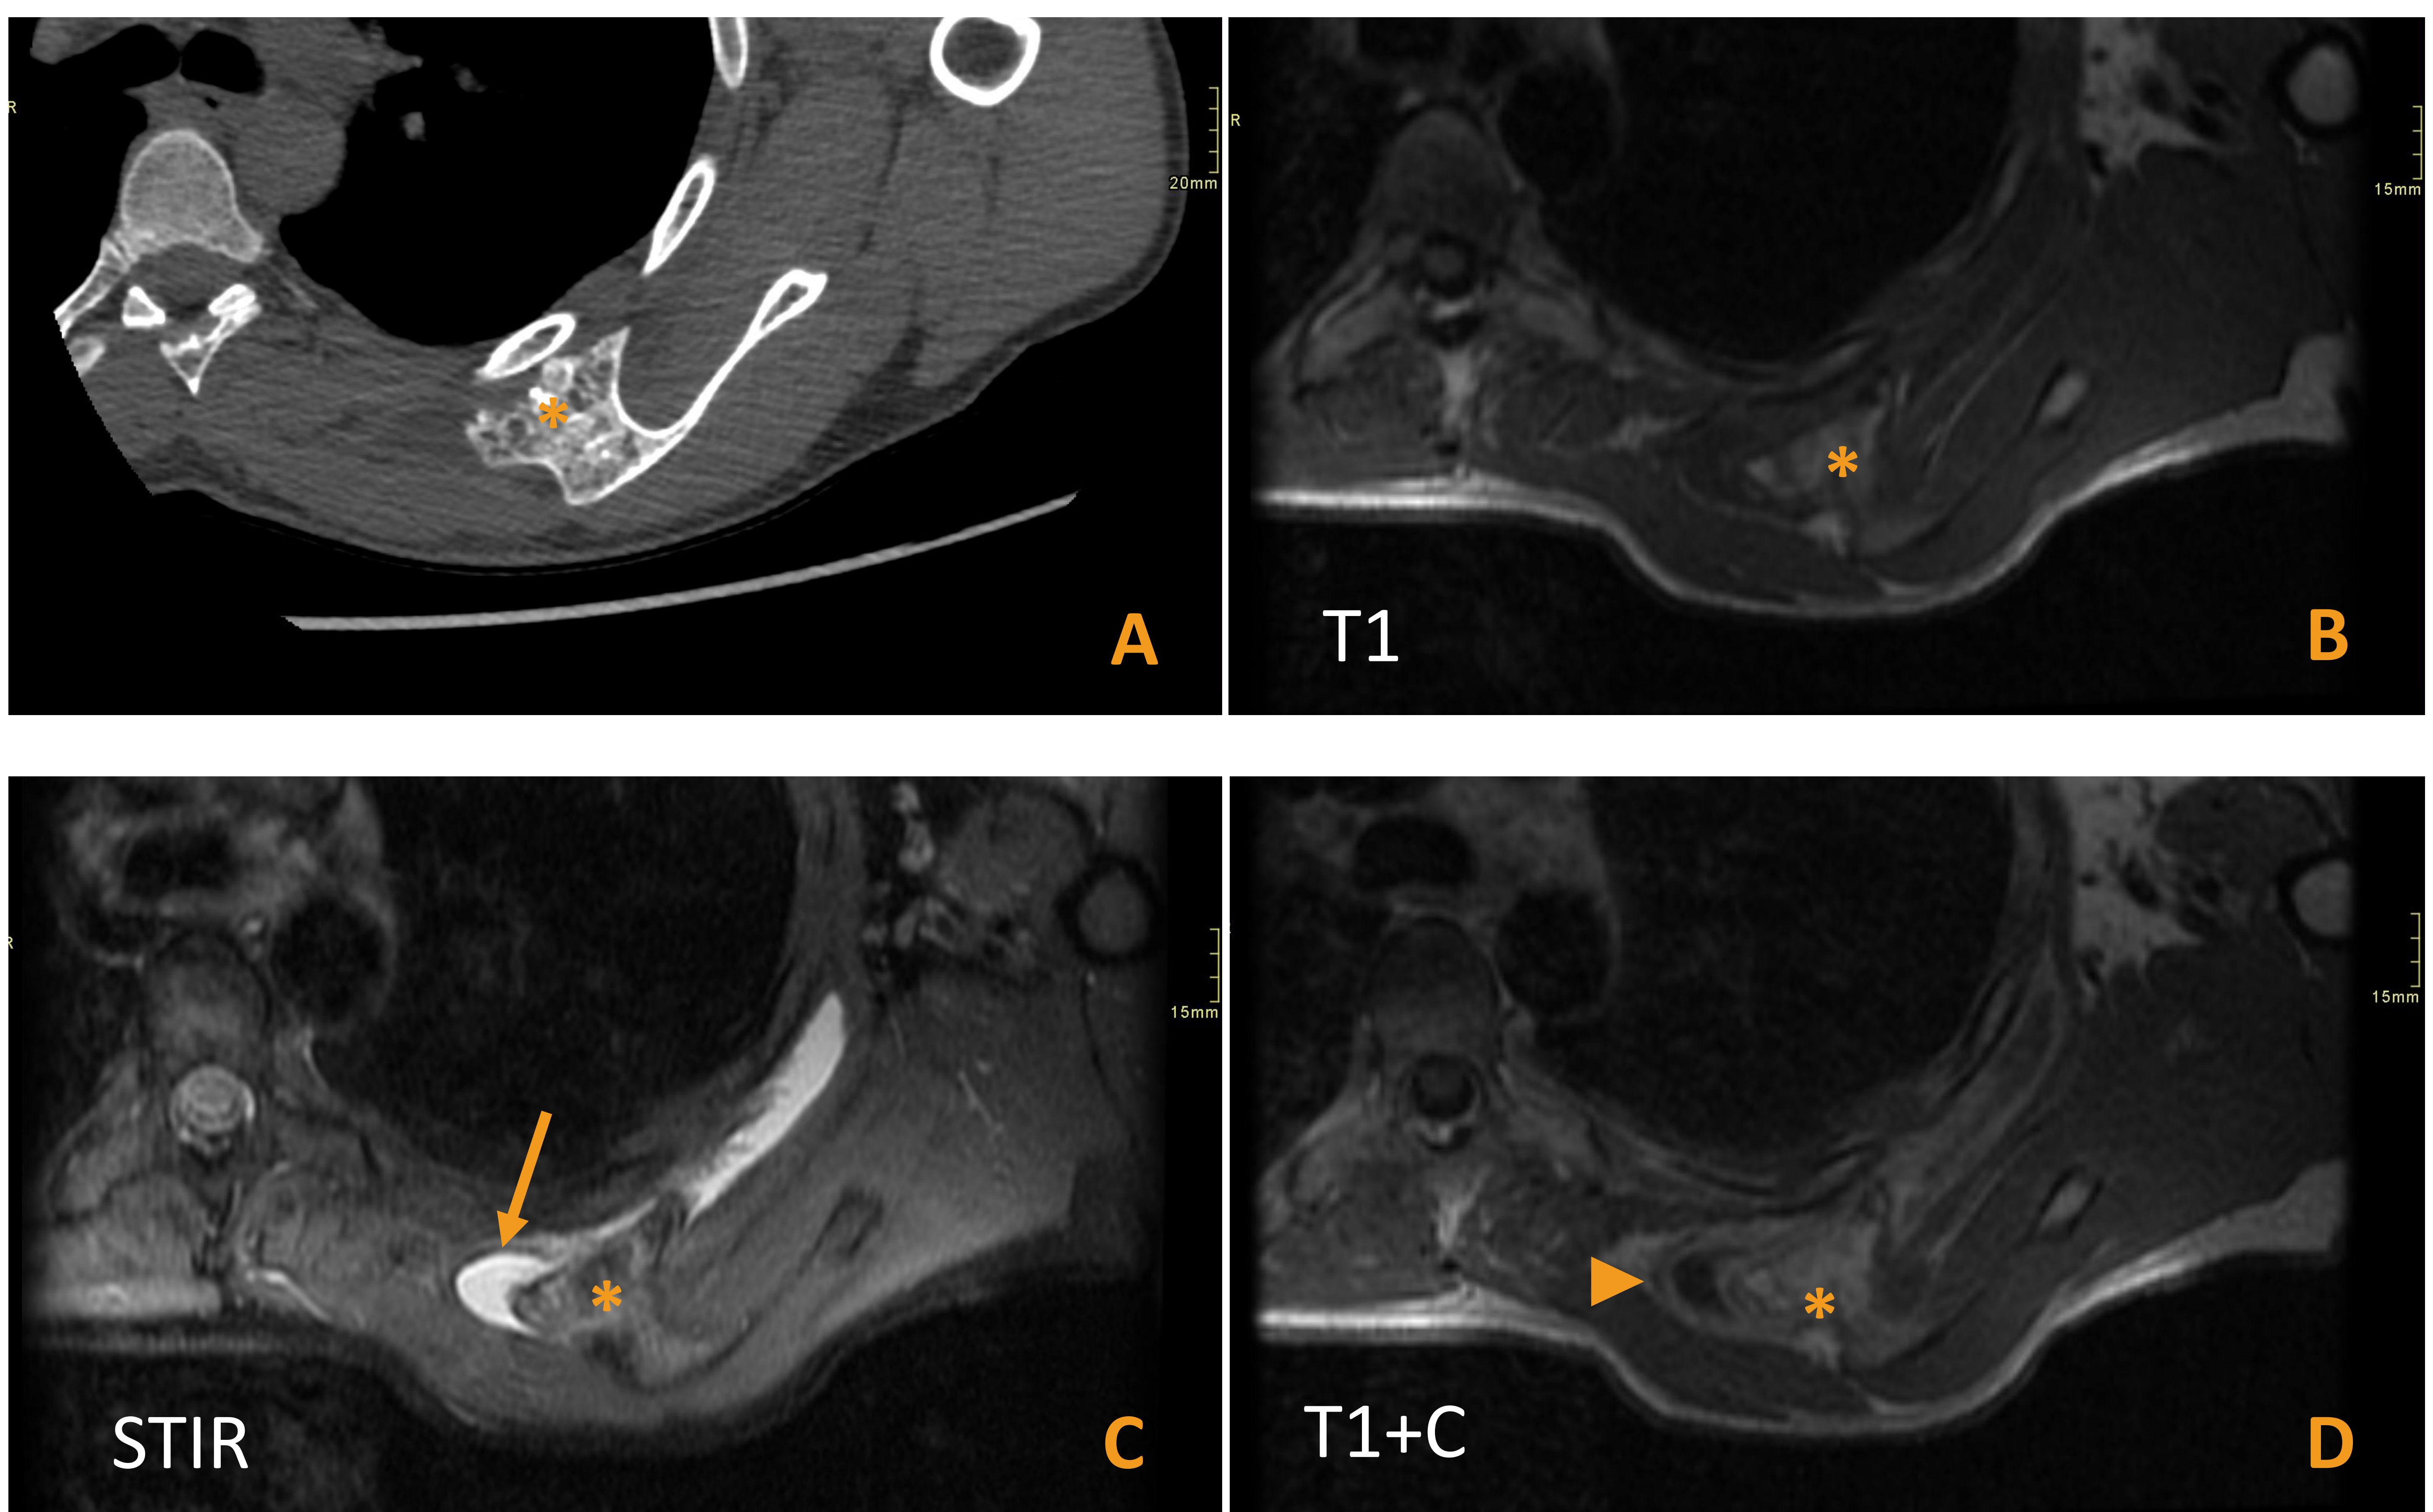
Varón de 28 años con dolor en la zona escapular izquierda. Se aportan un corte axial de TC (A) y secuencias de RM axiales T1 (B), STIR (C) y T1 postcontraste (D). En ellos se identifica un OC (*) con continuidad cortical y medular con el hueso subyacente, que presenta un aumento de partes blandas a su alrededor, hipointenso en T1 e hiperintenso en STIR, compatible con una bursa (flecha). En la secuencia postcontraste se aprecia realce de la pared de la bursa (punta de flecha), en relación con inflamación, sugiriendo bursitis
